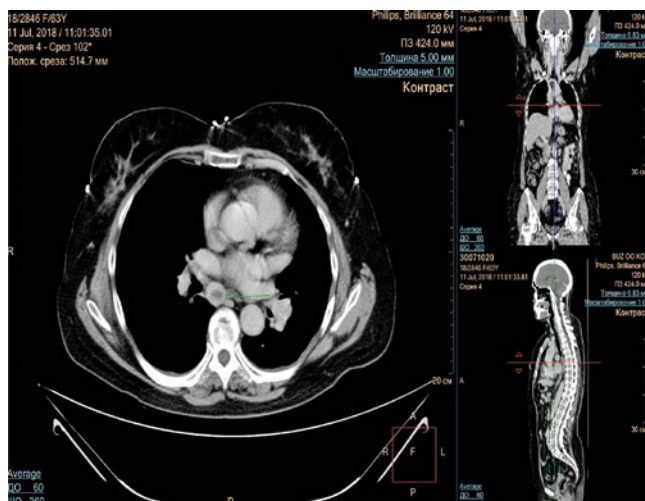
Пациентка 3., 1955 г.р. МСКТ ОГК (июнь 2018 года): целевой очаг (TL1 – бифуркационный лимфоузел, 27 × 17 мм).
